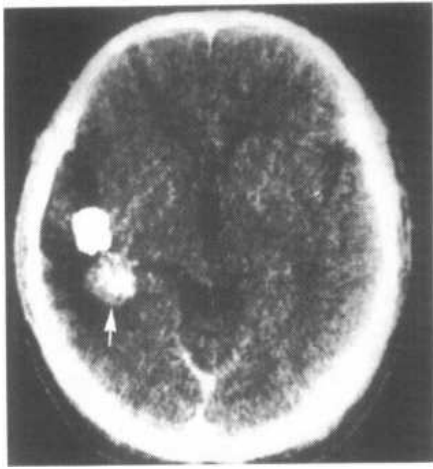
右颞叶胶质瘤术后复发 CT 增强图像, 可见右颞叶均匀强化的肿瘤结节 (↑), 内见钙化灶
